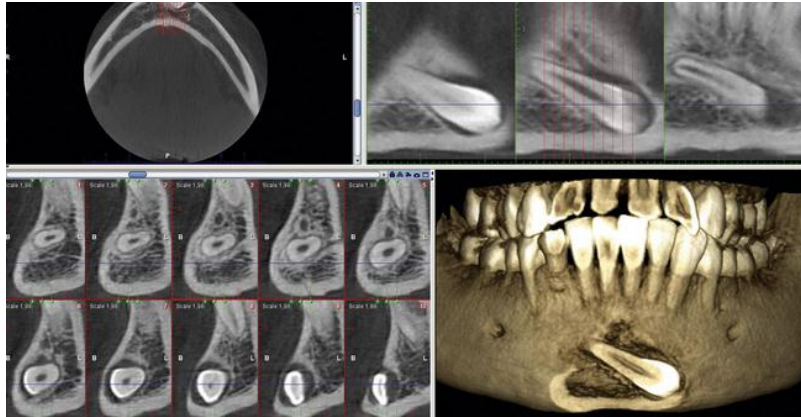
Tomografía Computarizada de Diente Retenido
